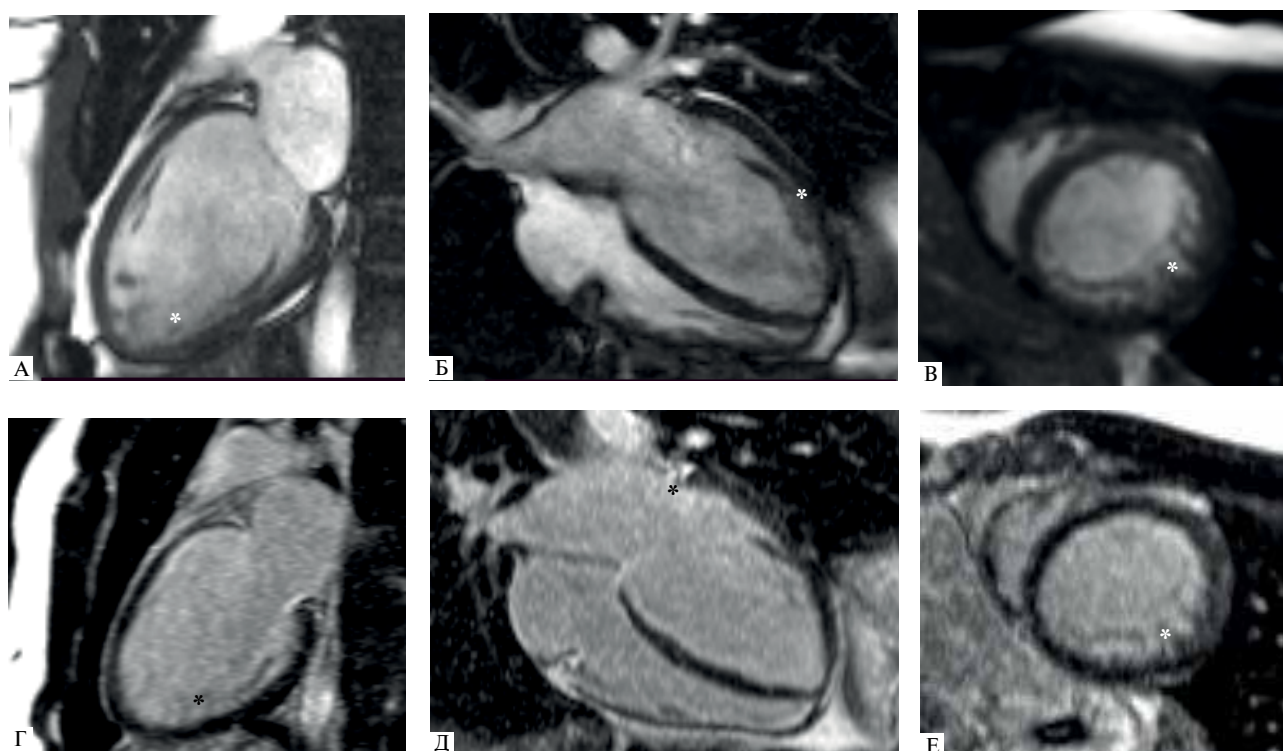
МРТ сердца (III-1). (А-В) — кино-режим, SSFP -последовательность: А — длинная ось 2-камерная проекция, Б — длинная ось 4-камерная проекция, В — короткая ось на уровне верхушечных сегментов; (Г-Е) — отсроченное контрастирование, IR-последовательность с подавлением сигнала от миокарда.
